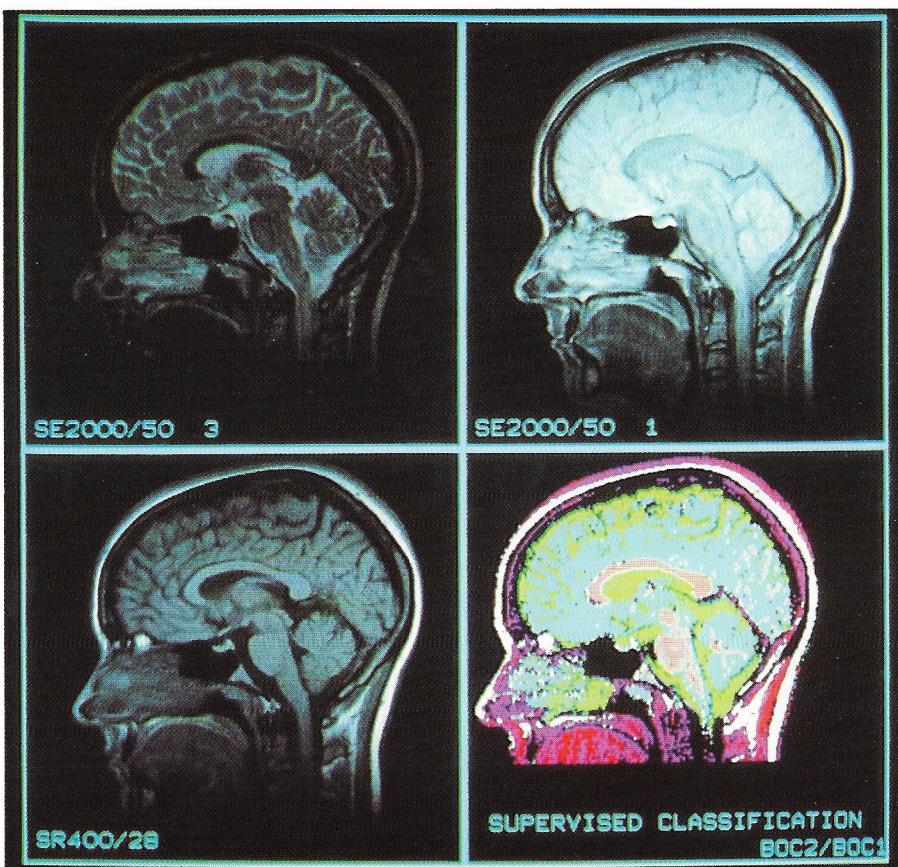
Image processing: MRI produces an enormous number of pictures. An examination of the head creates up to 100 images. One concept in image processing of MR pictures is to extract all information of these images and to integrate it into one single image. In this case proton density, T1 and T2-weighted images were acquired (gray scale images) and their information summarized in one image (color image).
